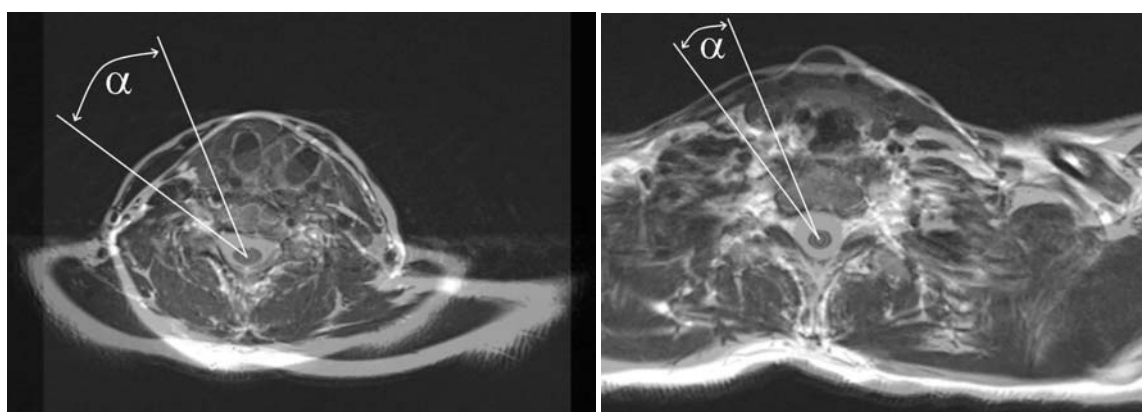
Überlagerung von jeweils zwei MRT-Aufnahmen in axialer Schichtung. Im linken Bild ist die Höhe des sechsten cervikalen Wirbelkörpers (C6) und rechts die Höhe des ersten thorakalen Wirbelkörpers (Th1) dargestellt. Die untersuchte Struktur ist die rechte V.jugularis interna. Sie ist in den überlagerten semitransparenten Aufnahmen (Neutral-Null-Stellung und maximaler Rotation nach links) jeweils segmentiert und ihr Mittelpunkt markiert. Das Rotationszentrum ist durch einen weiteren Punkt visualisiert und wurde durch den Spinalkanal im Wirbelkörper (ebenfalls segmentiert) festgelegt. Die Verschiebung der Strukturen wird durch die Rotation  $\alpha$  gemessen, die in diesem Fall links  $\alpha = 31,6^\circ$  und rechts  $\alpha = 14,4^\circ$  beträgt.
